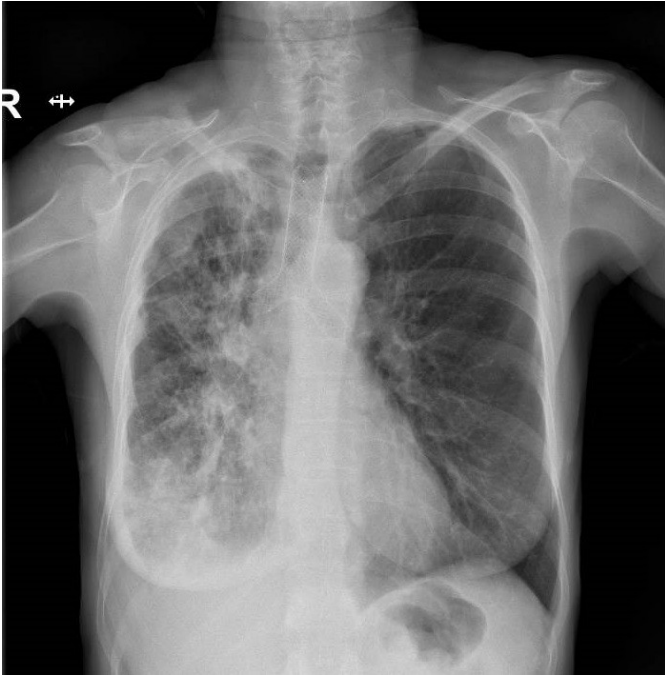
Radiografie toraco-pulmonară după montarea stentului în Y, pleurostomie minimă dreaptă și radio- chimioterapie.
